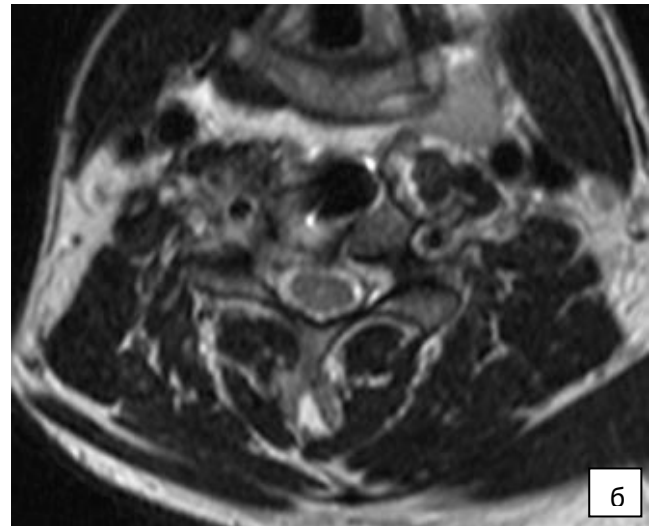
А — сагиттальная МРТ-грамма шейного отдела позвоночника после операции; б — фронтальная МРТ-грамма шейного отдела позвоночника (на уровне ликвидированного максимального стеноза позвоночного канала – С_v-С_{vI})
